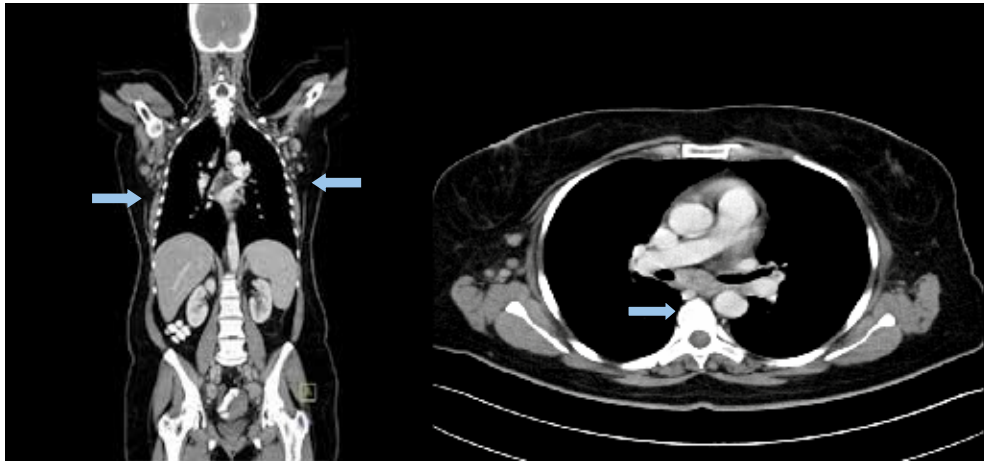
CT-scan findings on first admission showing enlarged bilateral axillary and mediastinal lymph nodes.
